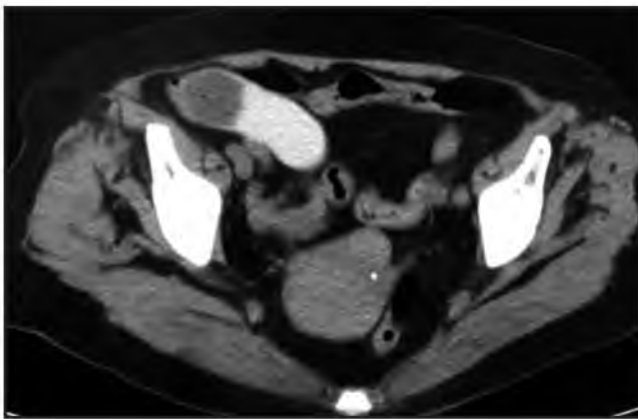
На компьютерных томограммах с пероральным контрастированием раствором йодсодержащего контрастного препарата определяется дефект наполнения в просвете подвздошной кишки. Петли кишечника проксимальнее уровня обструкции расширены. На изображении слева визуализируется спавшийся желчный пузырь, в полости которого выявляется контрастный препарат и уровень «газ-жидкость» - признаки наличия пузырно-дуоденальной свища.
